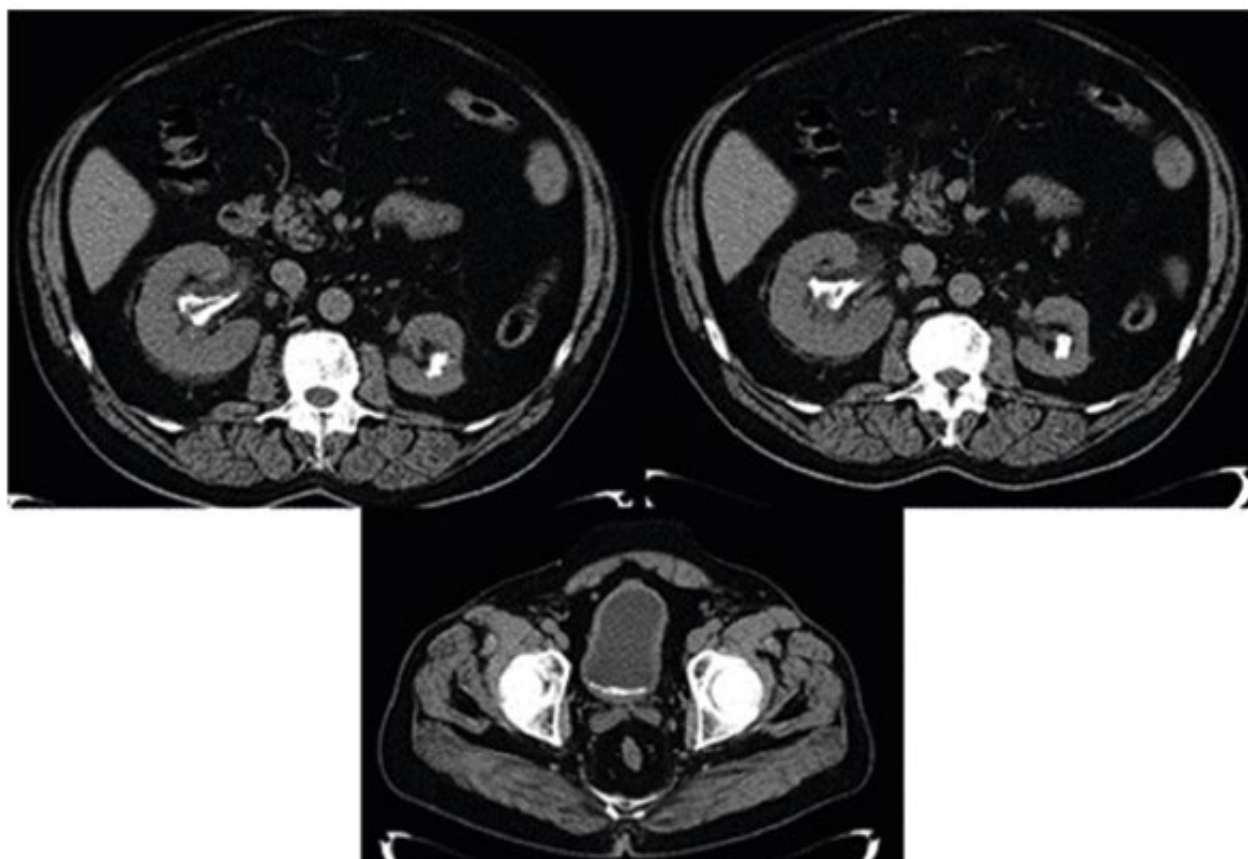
Компьютерная томография до лечения.
